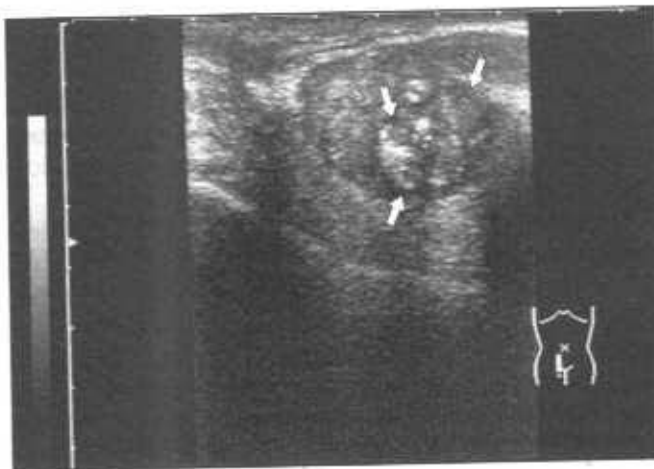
Эхограмма предстательной железы (ТРУЗИ, продольный срез). В передней и центральной части железы определяется шаровидное скопление кальцинатов (отмечено стрелками), маскирующих опухоль.
